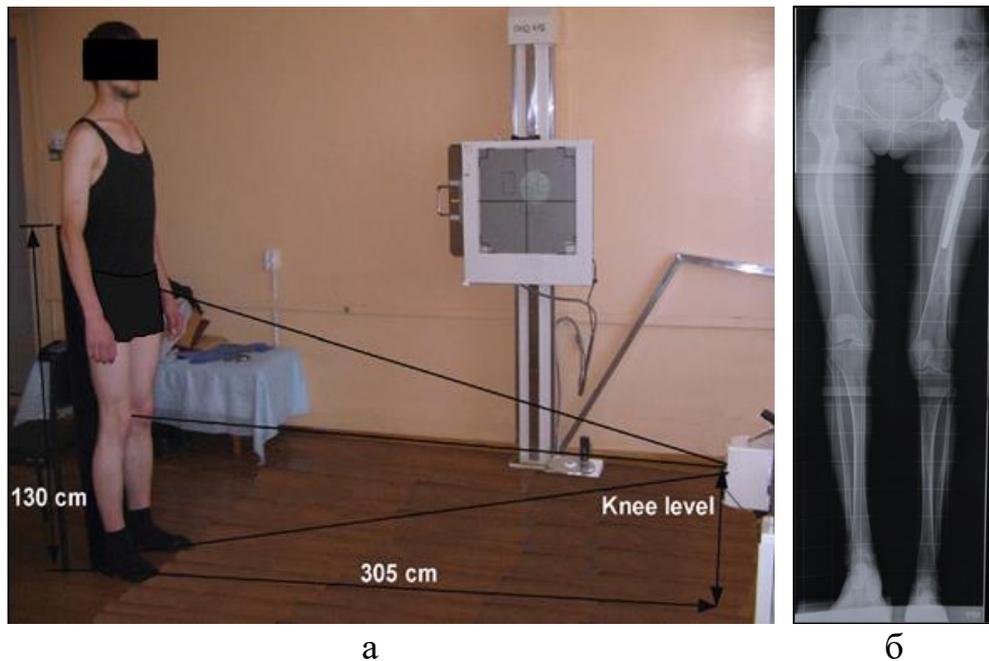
Техника выполнения телерентгенограммы нижних конечностей в прямой проекции (а); телерентгенограмма нижних конечностей пациентки с анкилозом правого тазобедренного сустава, перенесшей ранее эндопротезирование левого тазобедренного сустава по поводу фиброзного анкилоза (б)
